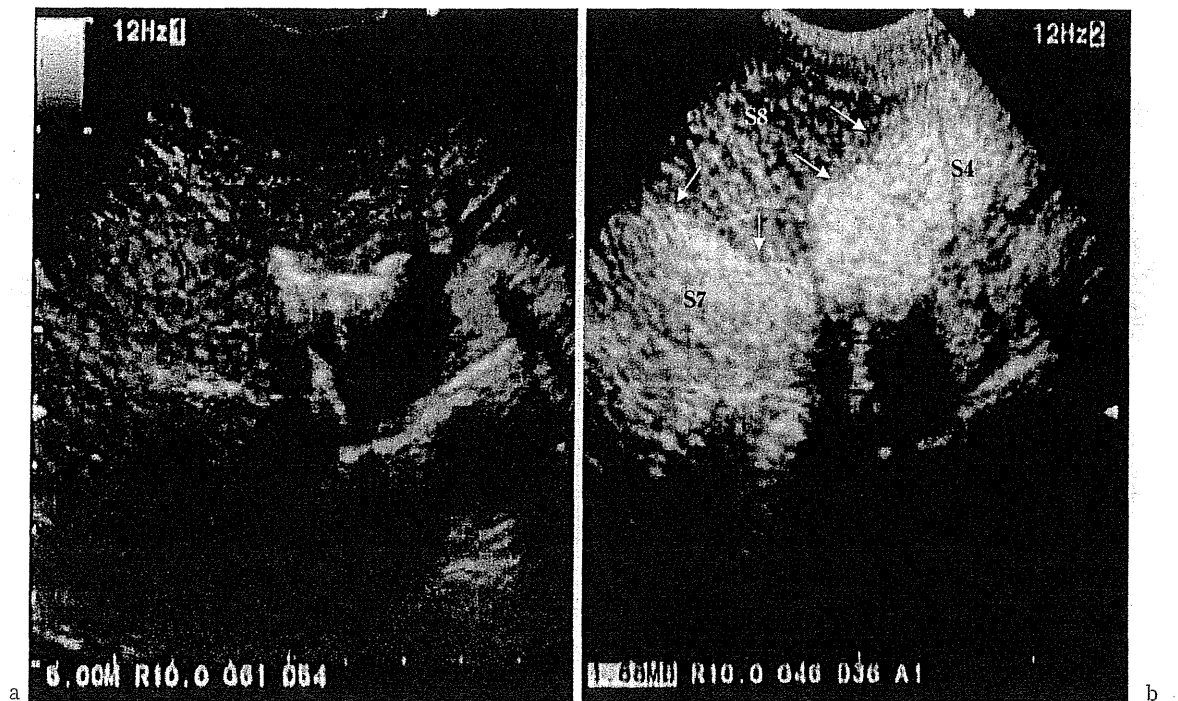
S8切除における超音波造影剤(Sonazoid)使用による超音波画像
